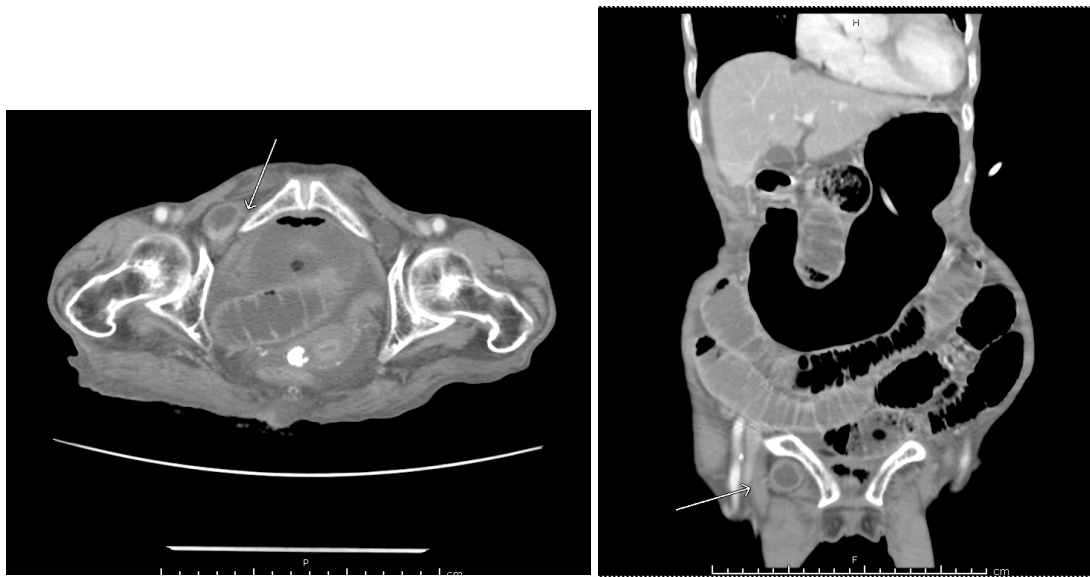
Obturator hernia seen on CT scan (arrow)
